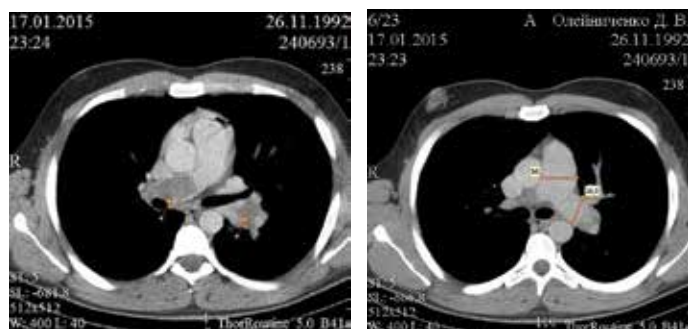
КТ ангиопульмонография больного Б., 22 лет. Стрелками показано слева – массивные тромботические массы, выполняющие просвет легочных артерий; справа – расширение легочного ствола (до 36 мм.) и легочной артерии (до 26,8 мм.)
